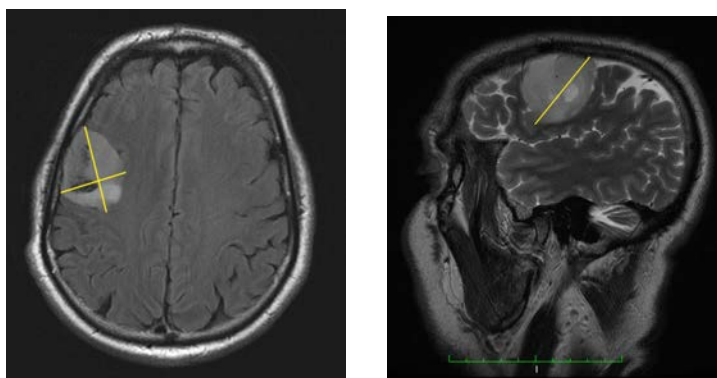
Exemple des deux plus grands diamètres sur une coupe axiale d'une IRM en pondération FLAIR (à gauche) et du troisième plus grand diamètre sur une coupe sagittale d'une IRM en pondération T2 (à droite) dans l'étude avec la méthode des trois diamètres.
